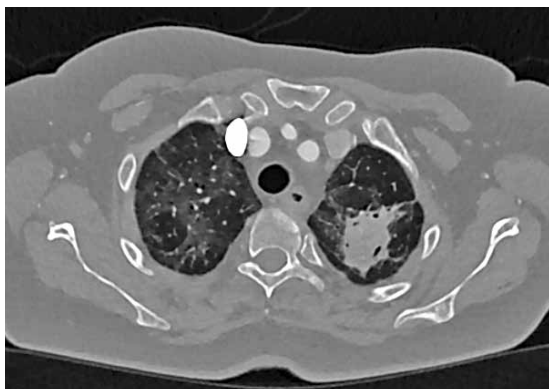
КТ ОГК хворої Г. під час надходження в хірургічне відділення НІФП НАМНУ (березень 2022 р.). Множинні абсцеси верхньої частки лівої легені
